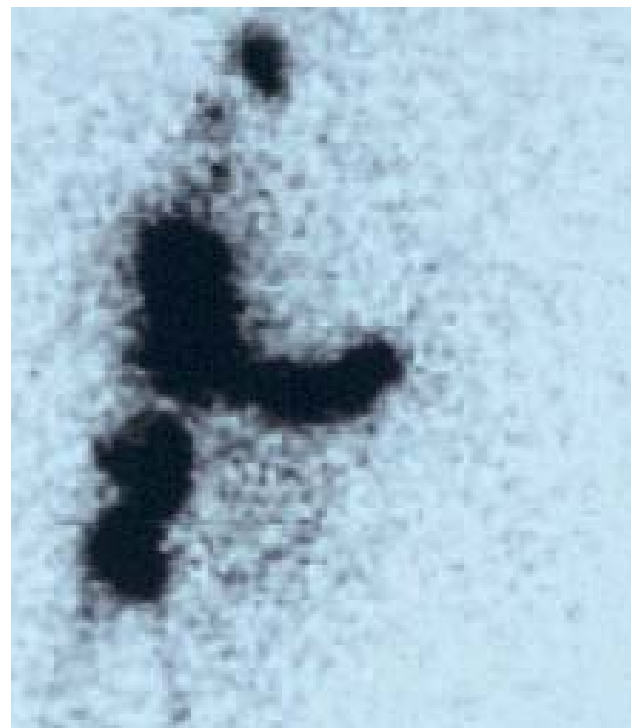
Lymphoscintigraphie des membres inférieurs : absence de fixation du traceur (albumine marquée au 99m-Tc) du côté gauche (lymphœdème unilatéral gauche)
